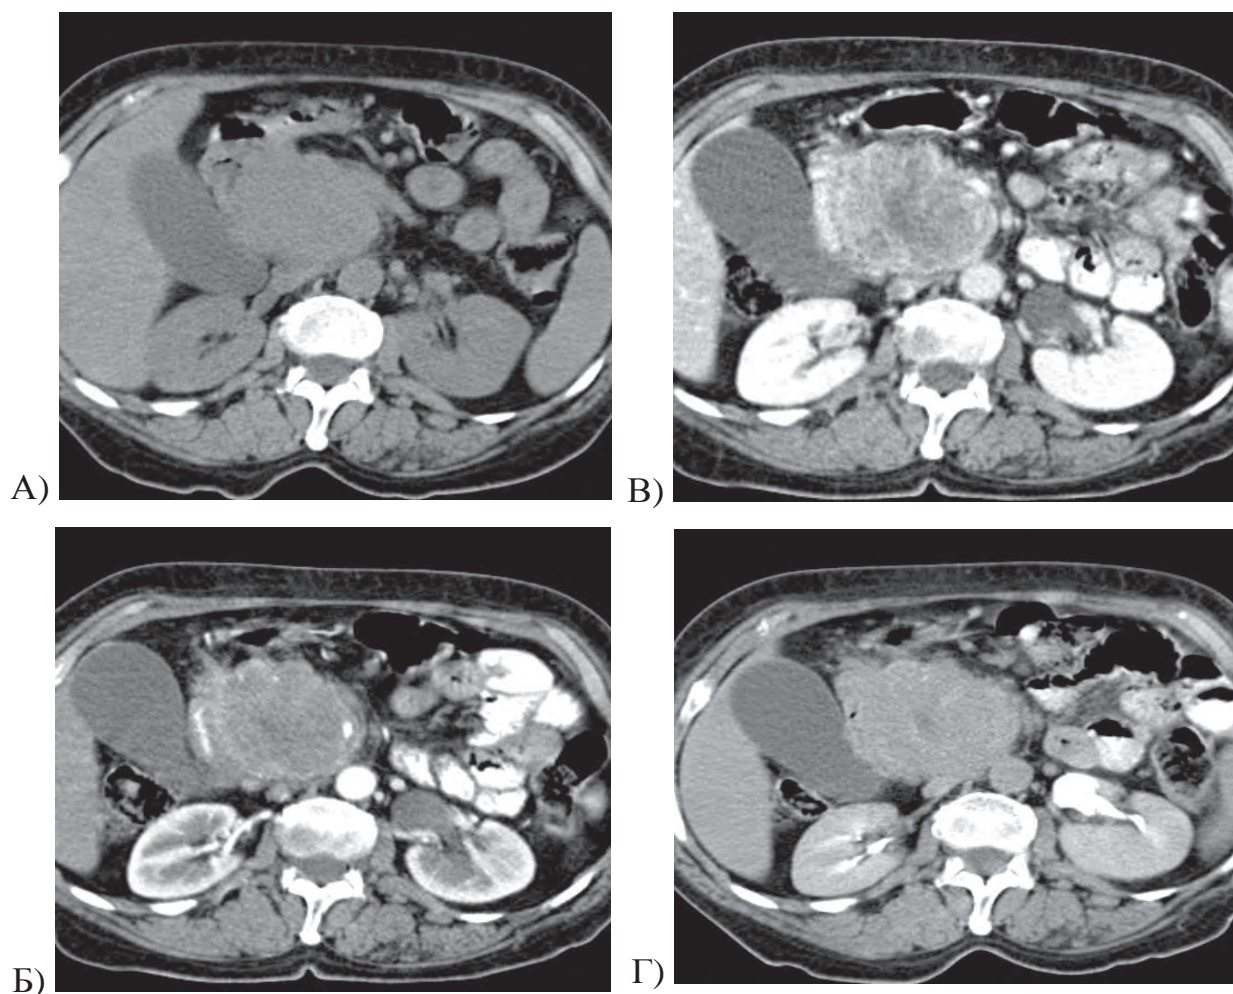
Больная К, 48 лет, диагноз: аденокарцинома тела ПЖЖ. СКТ с в/венным контрастным усилением, нативная (А), артериальная (Б), венозная (В), отдаленная (Г) фазы. Опухоль тела ПЖЖ размерами более 6 см.
